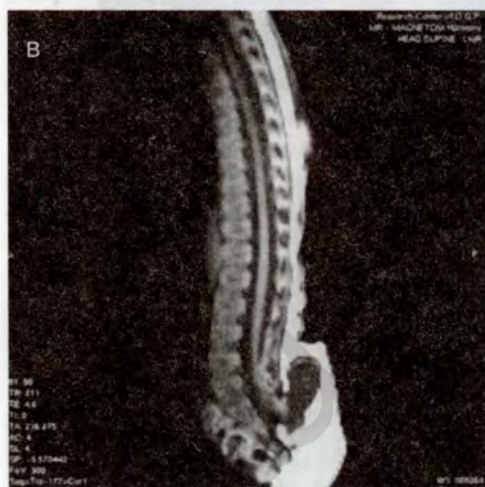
Магнитно-резонансная томография новорожденного с менингорадикулоцеле. Диагностировано расщепление пояснично-крестцовых позвонков сзади (*Spina bifida posterior*), менингорадикулоцеле и липома пояснично-крестцового отдела позвоночника.
